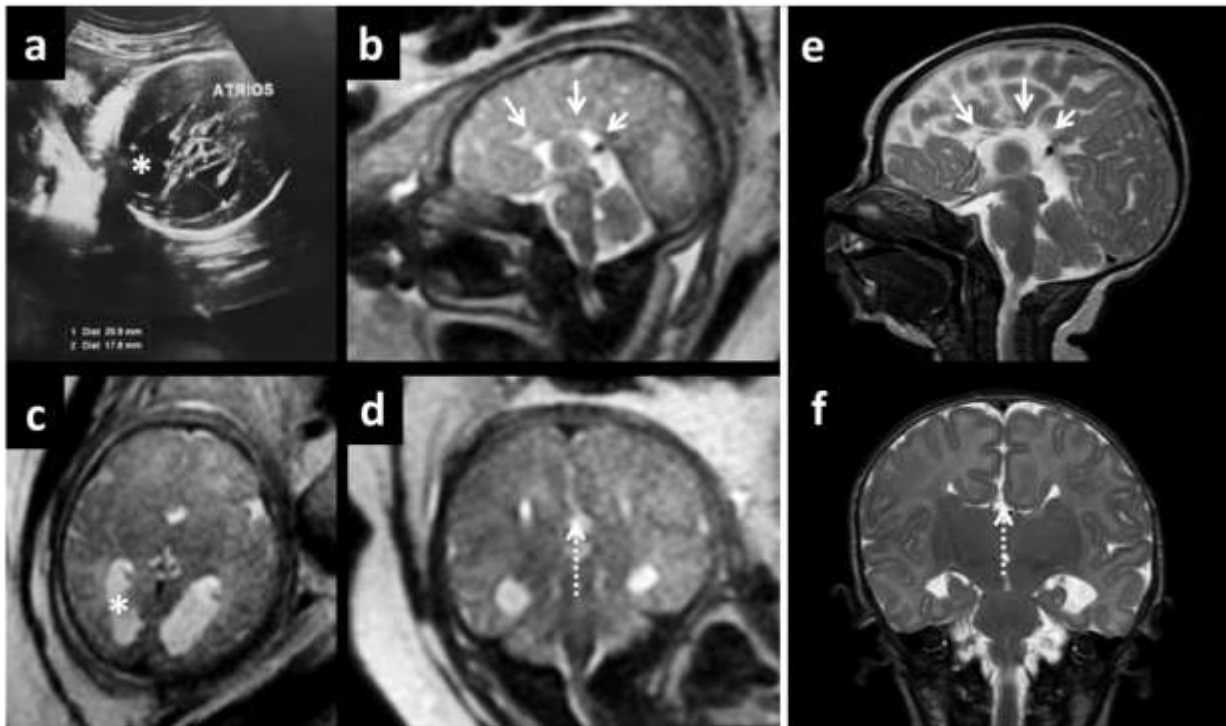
Concordancia en los hallazgos de US, RMf y RM postnatal en un niño con agenesia del cuerpo calloso (fechas continuas y cortadas) y ventriculomegalia (asterisco) en los estudios prenatales y postnatales. Feto masculino en US a las 34 semanas, imagen a) axial. En RMf a las 35 semanas, imágenes b) sagital T2, c) axial T2, d) coronal T2. RM posnatal del niño a los 10 días de vida, imágenes e) sagital T2 y f) coronal T2.
